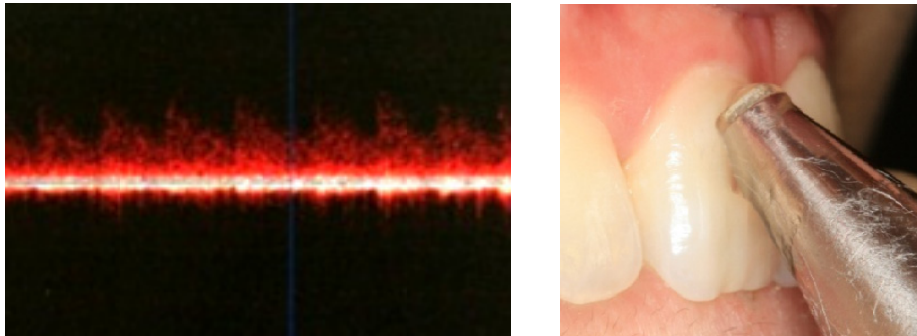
Ultrasound Doppler Graphy(left) and 20MHz Probe(right).
